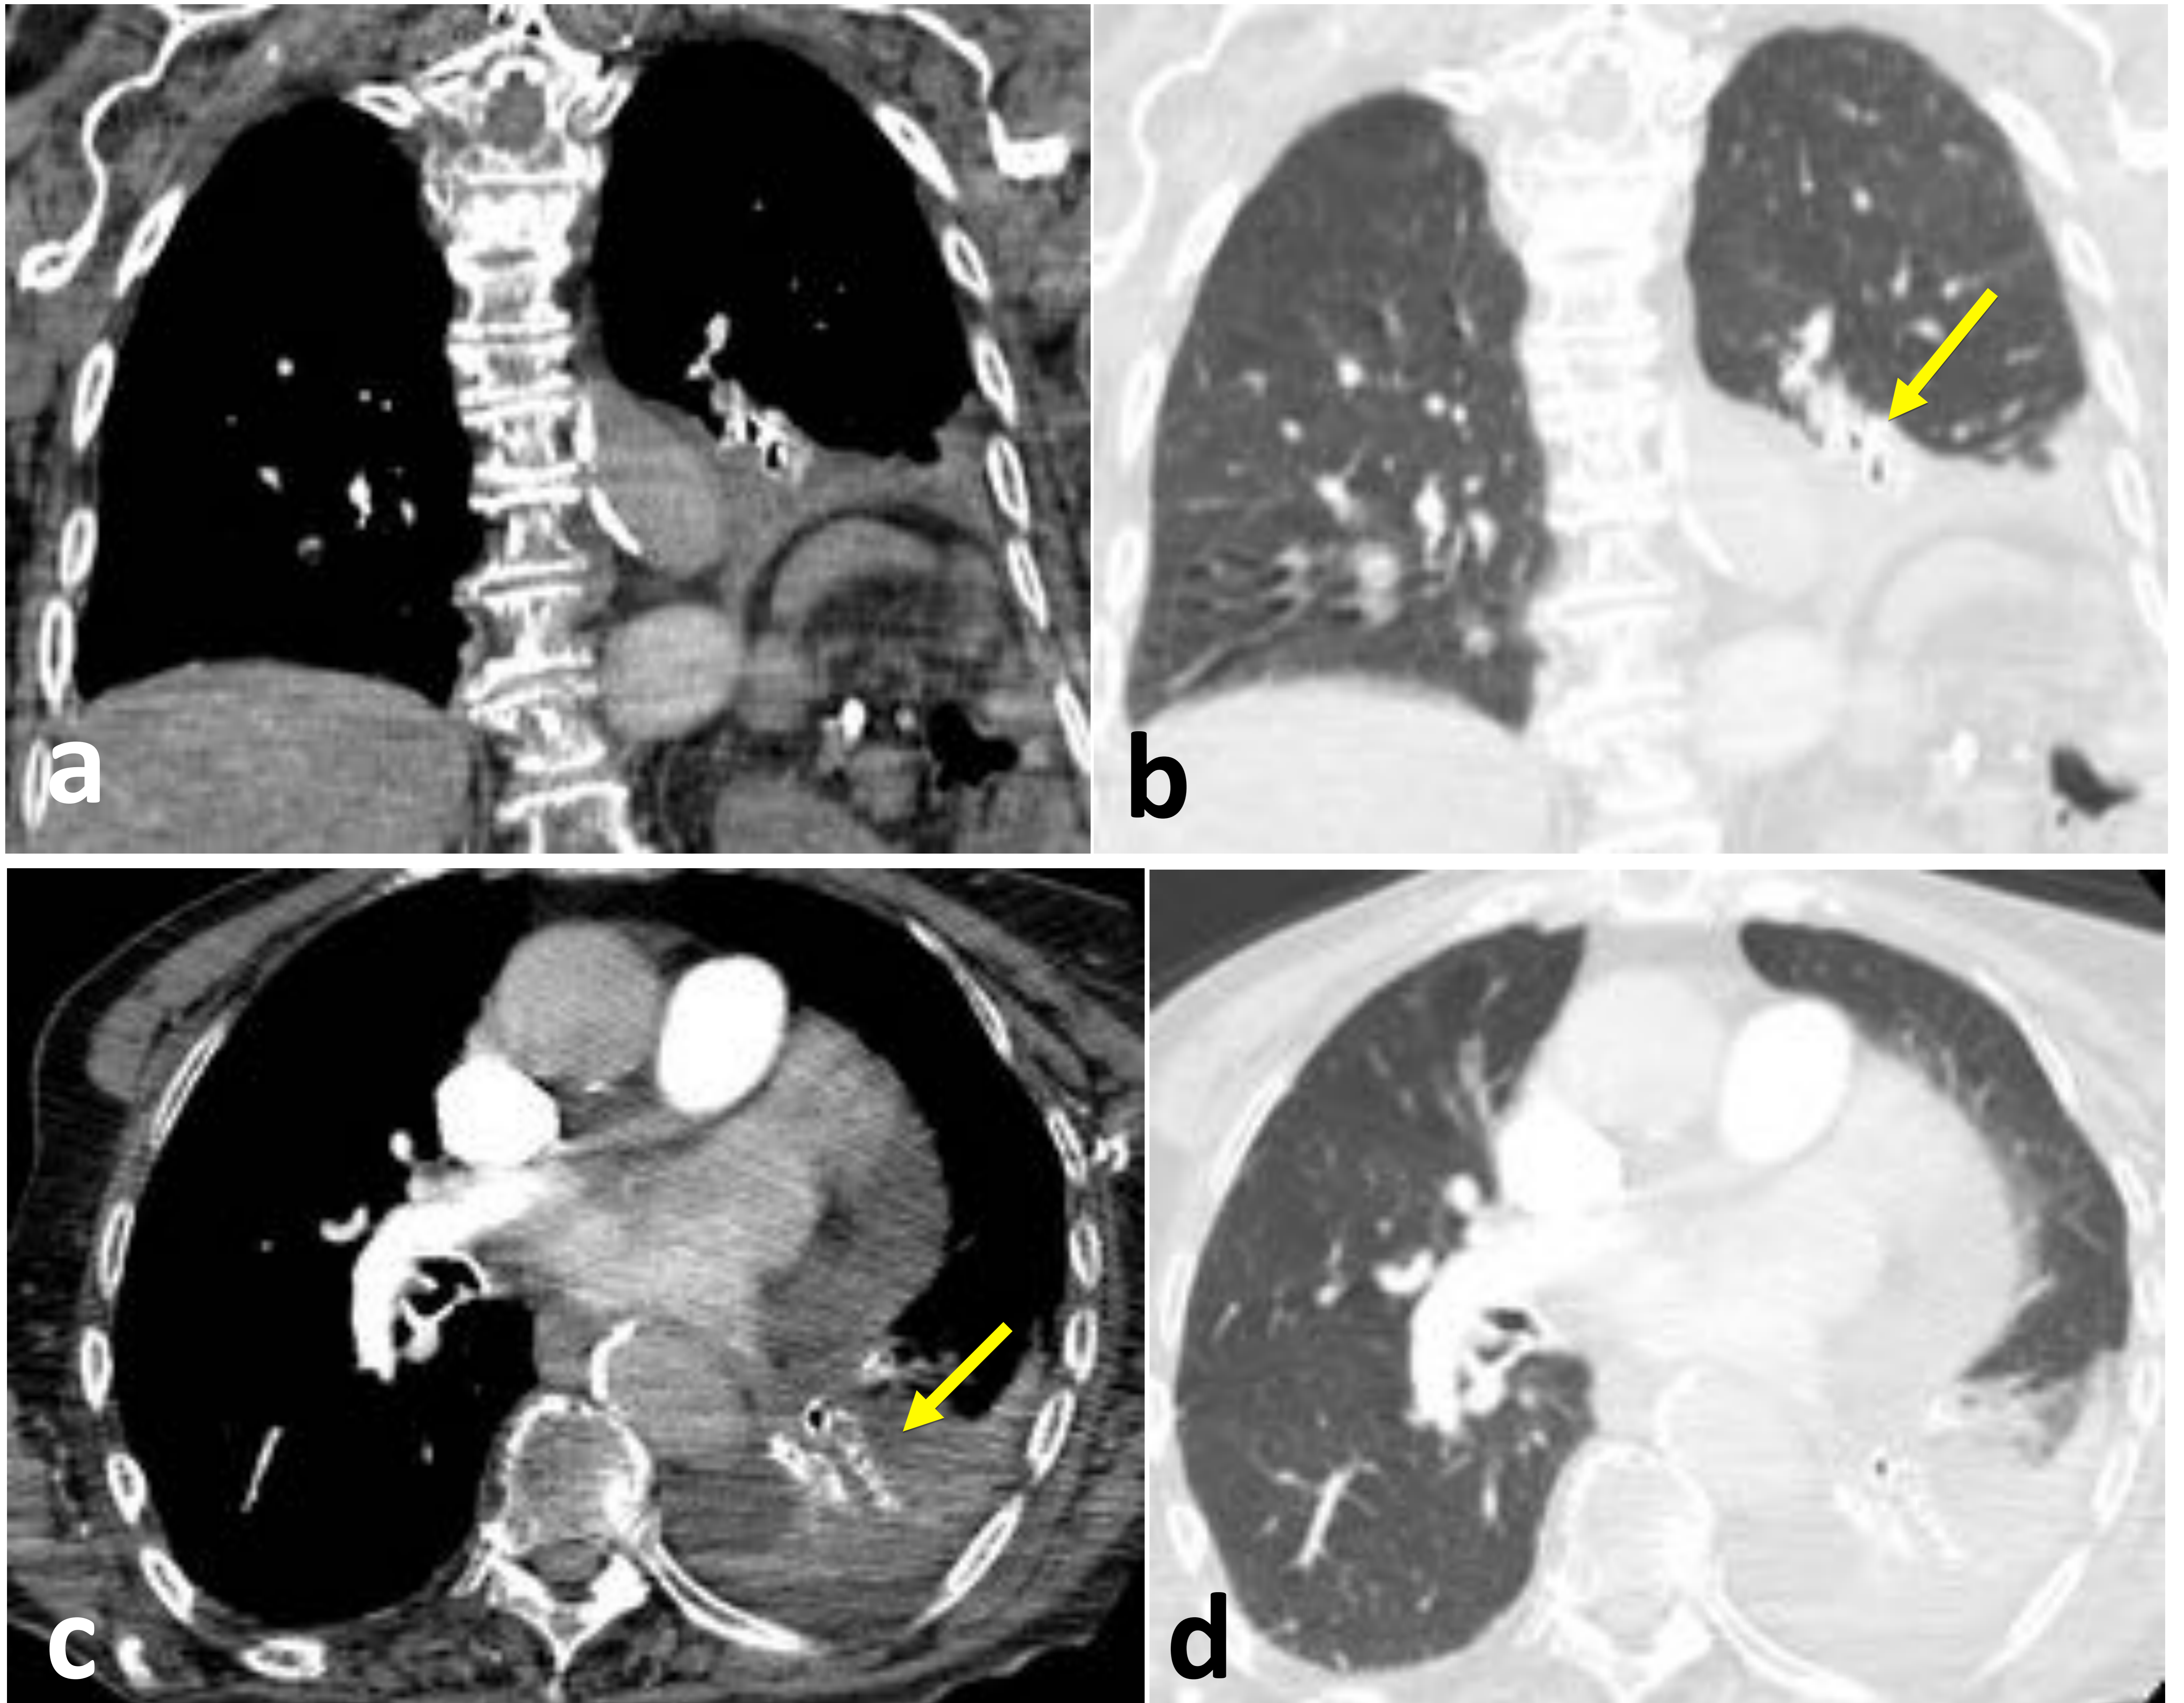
Angio-TC de tórax. Atelectasia pasiva del lóbulo pulmonar inferior izquierdo (flecha amarilla) secundario a derrame pleural izquierdo con elevación del hemidiafragma ipsilateral. References: Servicio de Radiodiagnóstico. Hospital Universitario Virgen Macarena, Sevilla, España.
